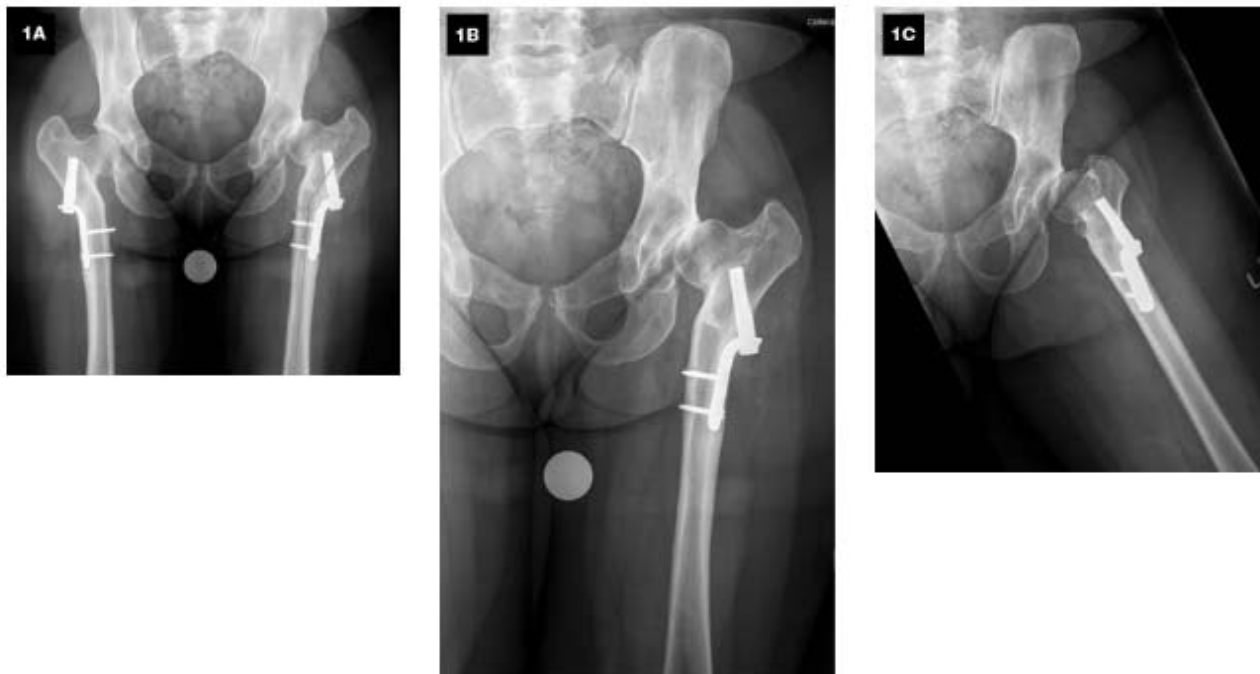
前回の外反近位大腿骨骨切り術から、近位大腿骨の30°角状変形を示すAP骨盤 (1A)、AP (1B) 及び左股関節のロールアップ側面 (1C) X線像股関節の進行変性骨関節炎が側方亜脱臼に沿って認められる。
